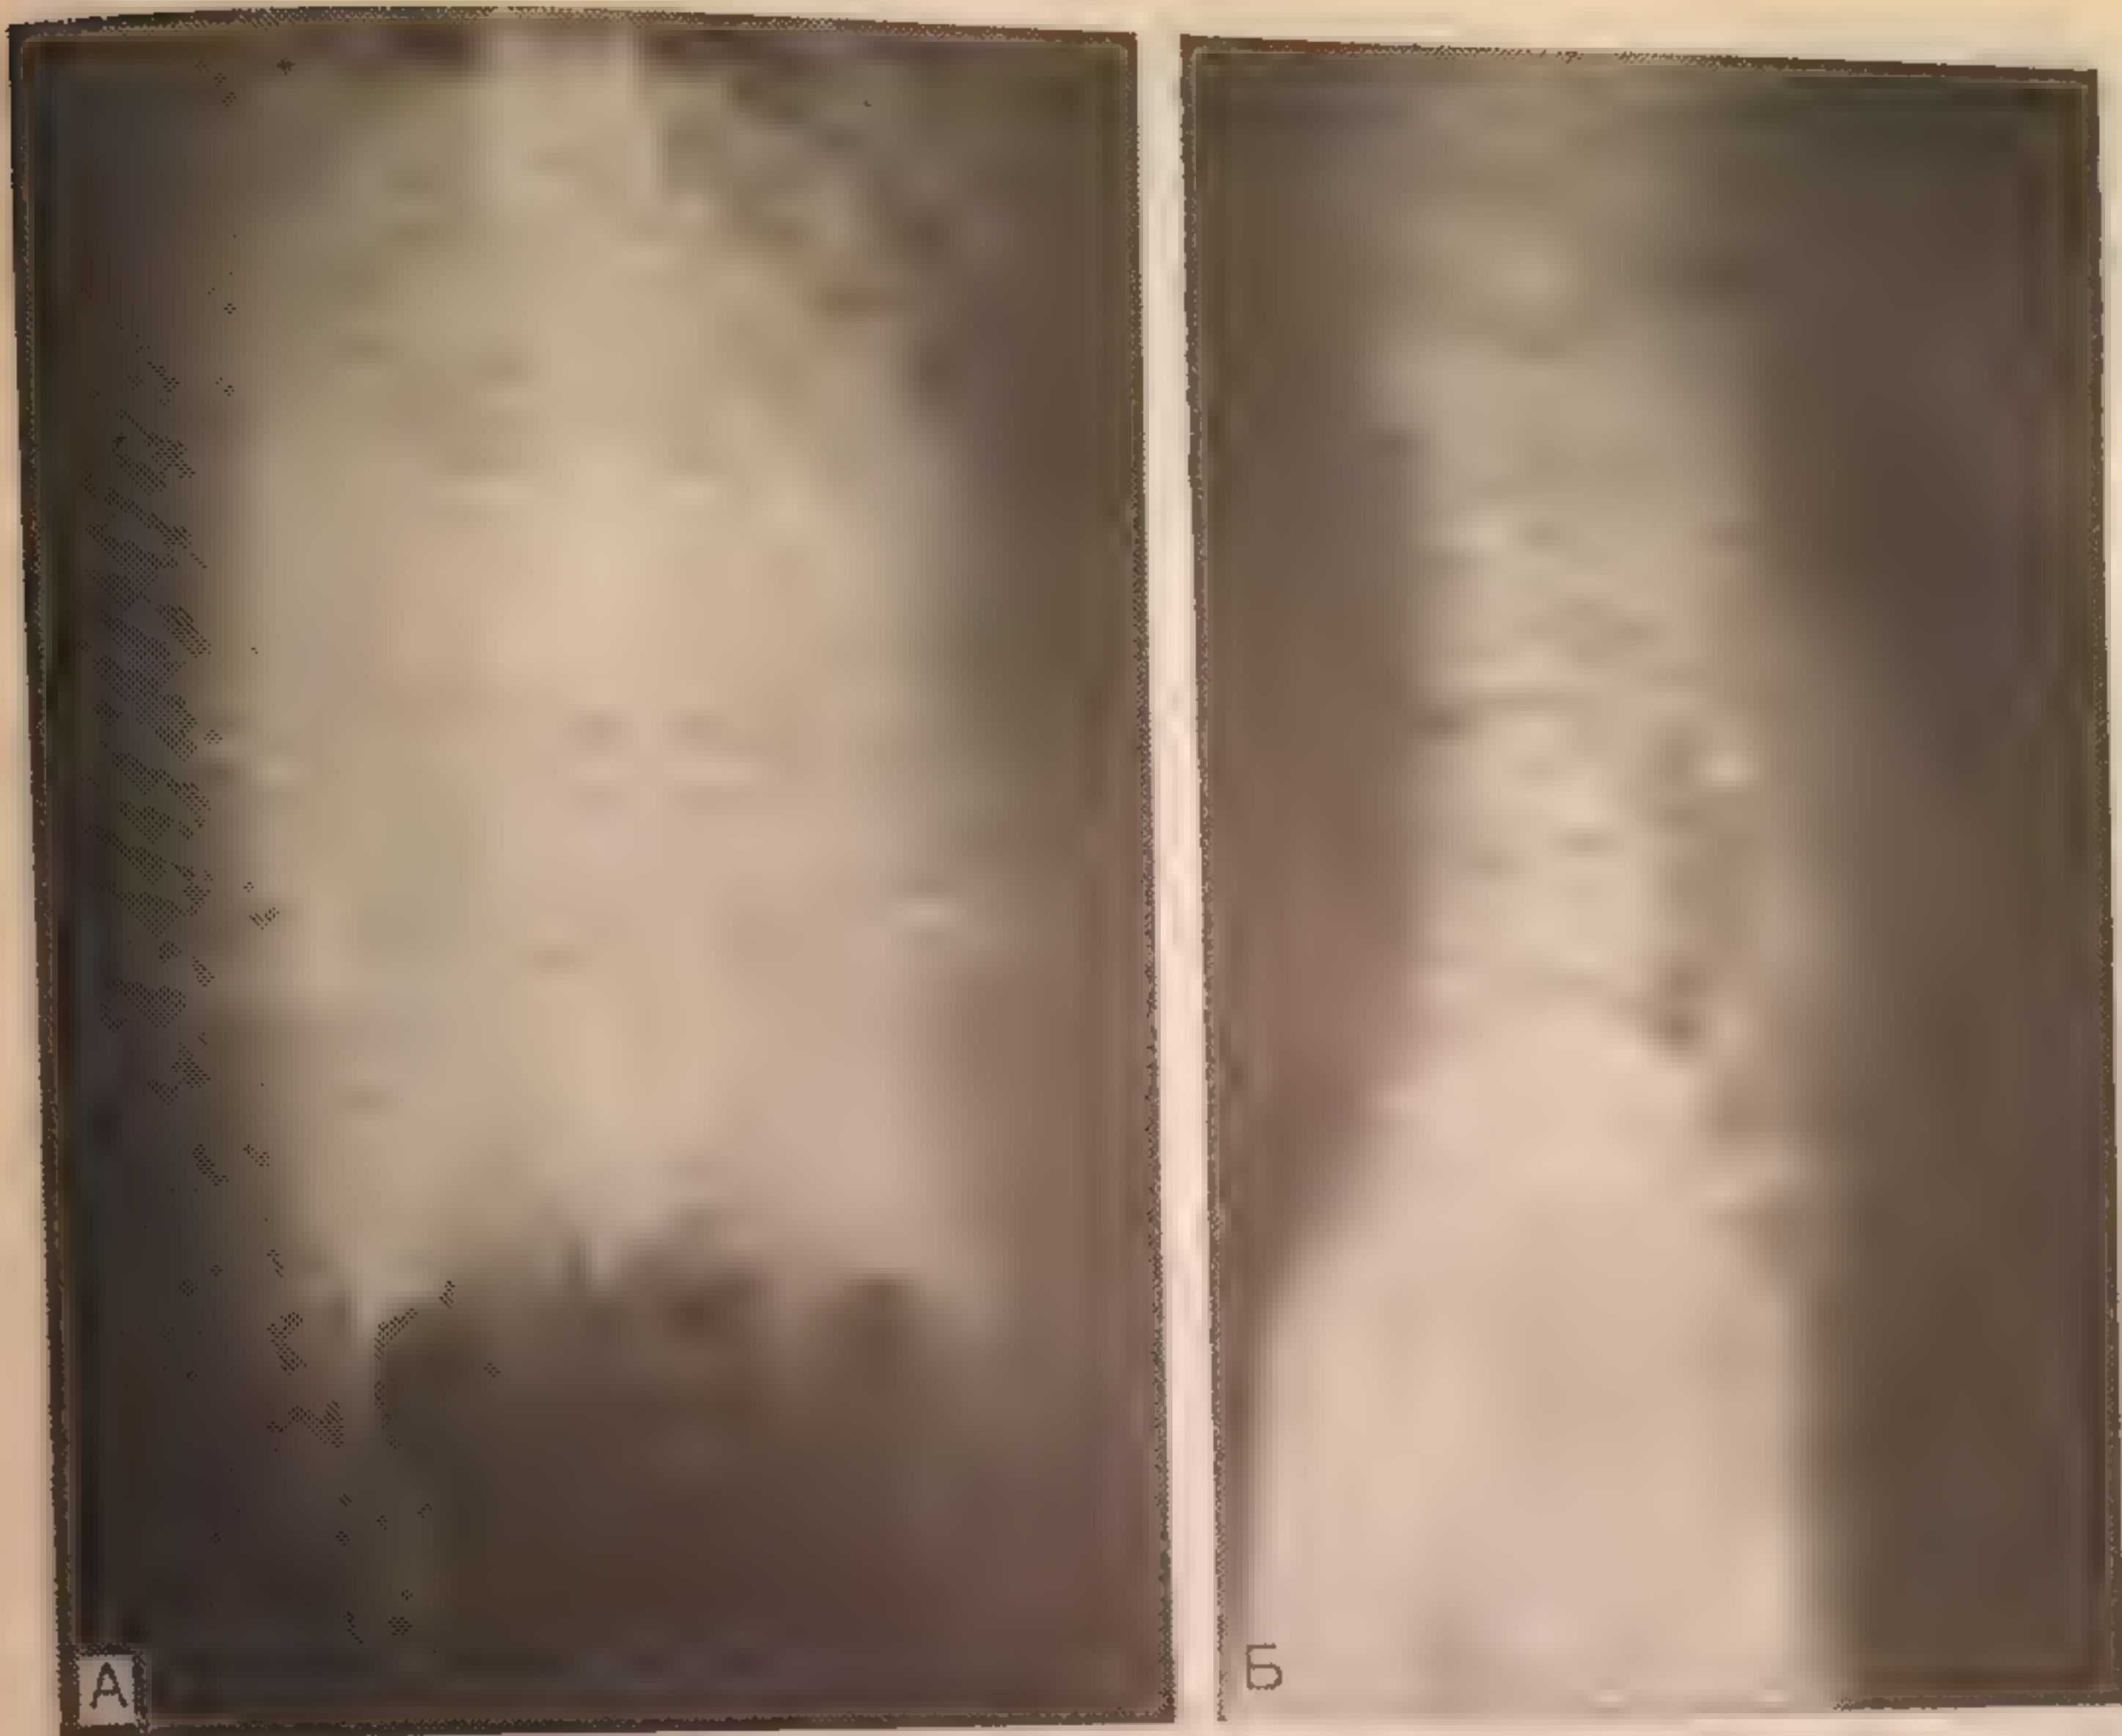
Рентгенограммы брюшной полости беременной (случай 1), на которых видна локализация пули. А — переднезадняя проекция; Б — боковая проекция [по Buchsbaum H. J., Caruso P. A.: *Obstet. Gynecol.*, 33 : 673, 1969].
